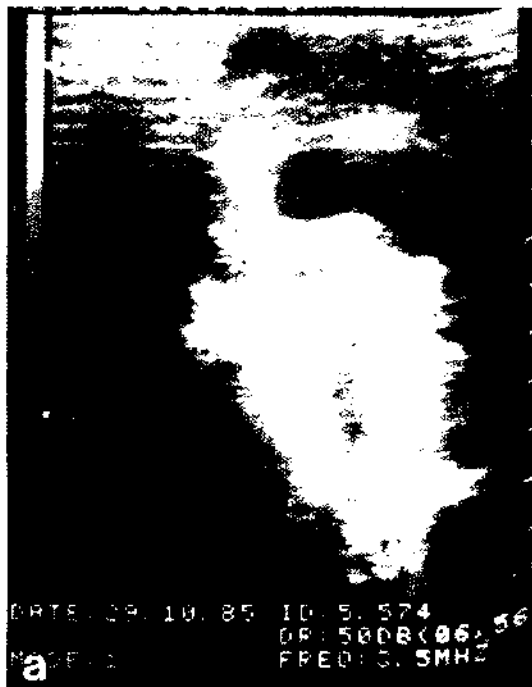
a) Ultrasonografía cerebral en un recién nacido portador de un mielo-meningocele lumbar, en que se aprecia una dilatación bi-ventricular severa y signos sugerentes de una malformación de Arnold-Chiari tipo II. b) La ultrasonografía cerebral demuestra en los cortes sagital y coronal la presencia de líquido intracraneano con ausencia de parénquima cerebral compatibles con una hidranencefalia. c) Ultrasonografía cerebral en un prematuro extremo que requirió ventilación asistida en que se observa una pequeña hemorragia sub-ependimaria que evoluciona hacia la regresión total. d) La ultrasonografía cerebral en un lactante de 8 meses con un síndrome de Silverman revela una hemorragia parenquimatosa fronto-talámica derecha.
